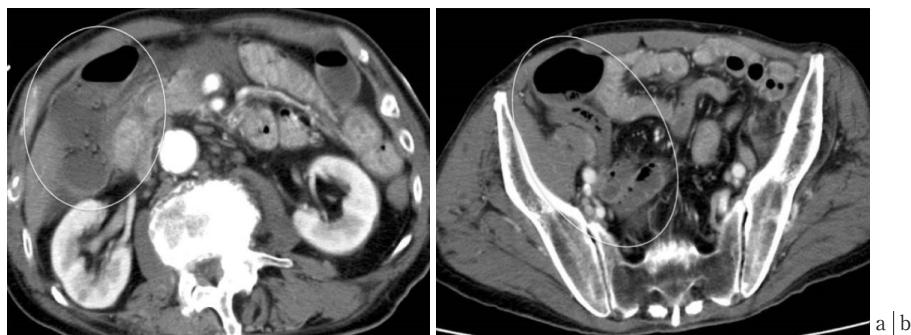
再還流を認めない NOMI：腹部造影 CT
